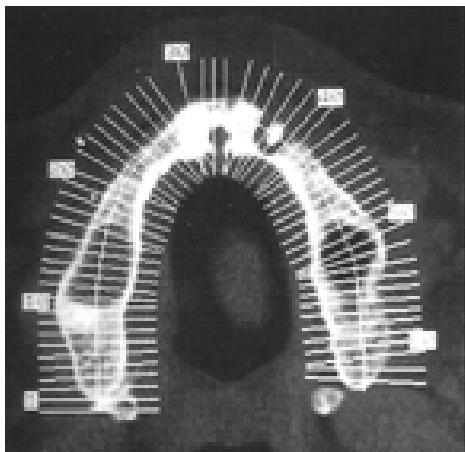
Tomografía computarizada maxilar donde se aprecian los cortes realizados.
